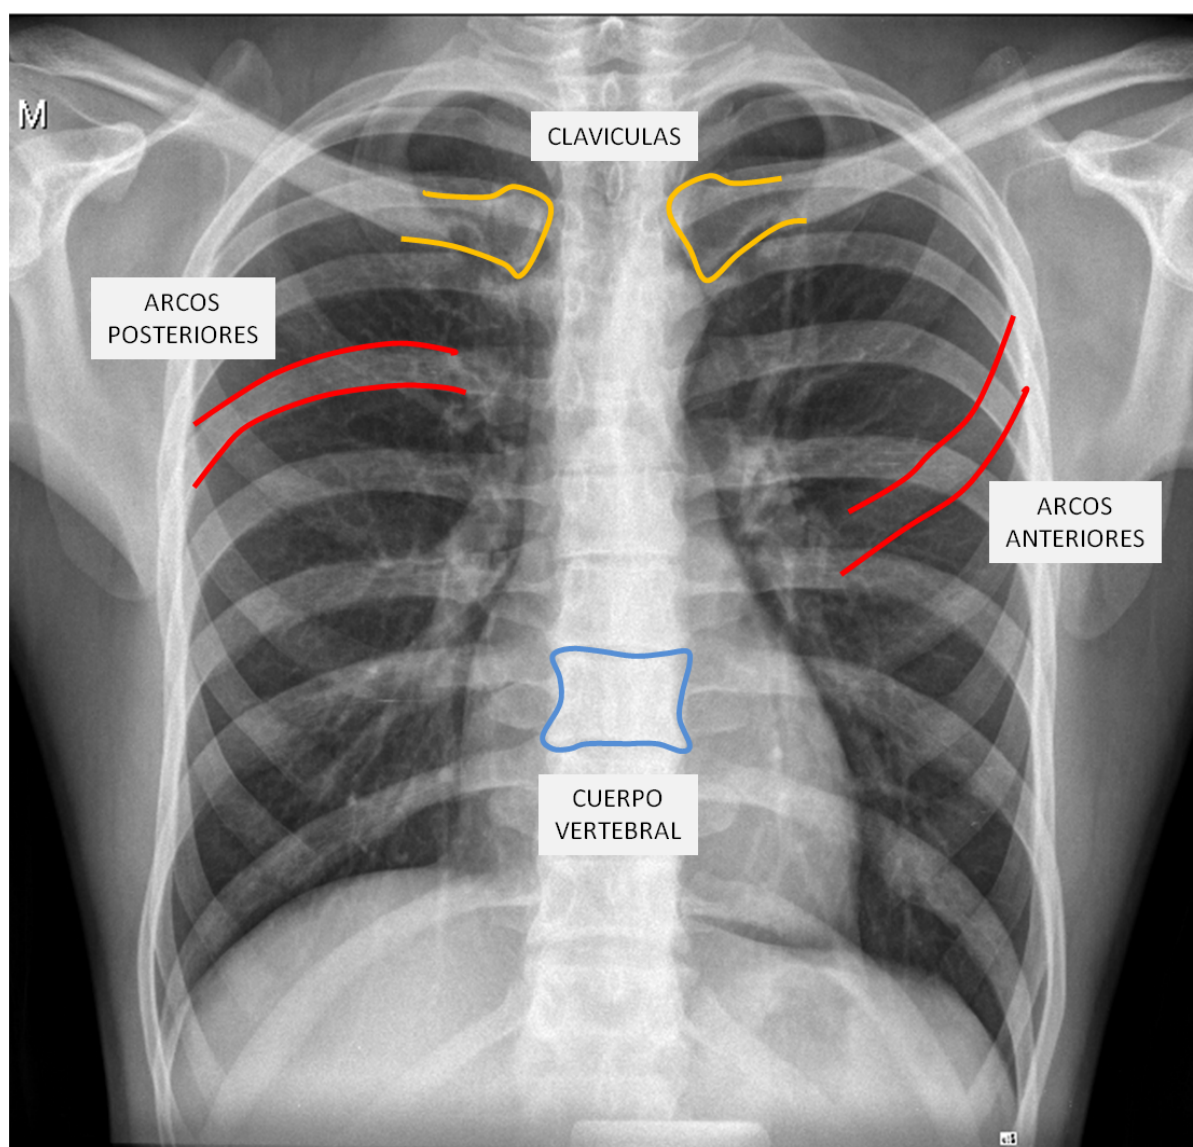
Evalúa todas las estructuras óseas que están presentes en la radiografía de tórax. Las costillas, siguiendo el arco posterior, lateral y anterior. Las clavículas y las escápulas. Las articulaciones acromioclaviculares y glenohumerales, y el segmento proximal de ambos húmeros.
